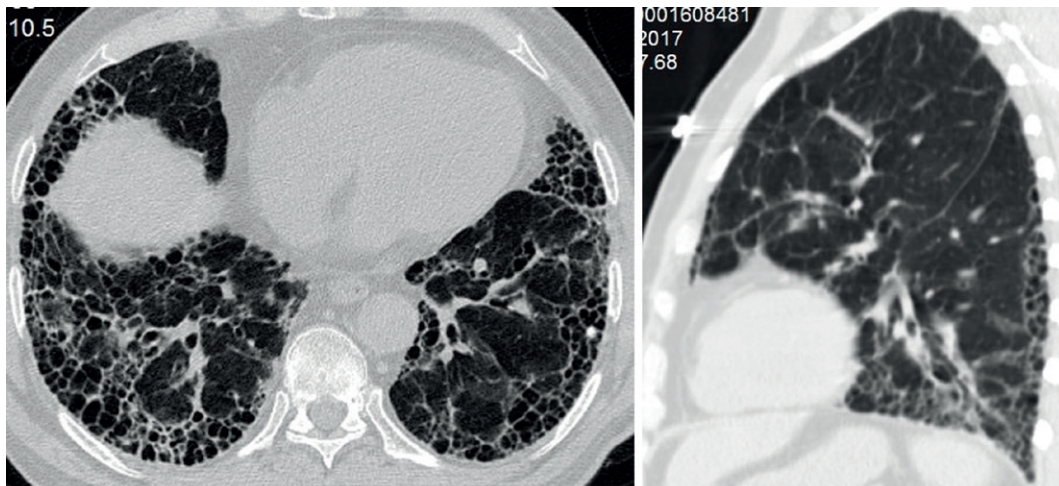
Padrão PIU típico. Homem, 84 anos. TC nos planos (A) axial e (B) sagital demonstram opacidades reticulares e áreas de faveolamento com predomínio nas regiões subpleurais dos lobos inferiores.
